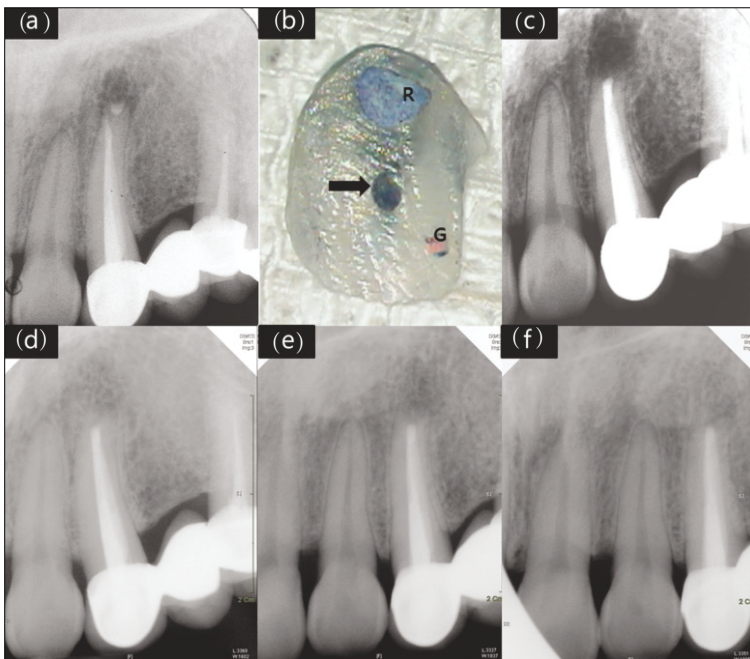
Typical failure case of endodontic surgery. (a) Preoperative radiograph with periradicular radiolucency showing a root-end filling apart from the filled canal; (b) Coronal surface of the resected apical fragment. Note the missing canal (arrow) that had not been touched, even after both nonsurgical and surgical retreatments. G, Gutta-percha canal filling of nonsurgical retreatment; R, Root-end filling of surgical retreatment; (c) Immediate postoperative radiograph. Super EBA was used for the root-end filling; (d), (e), and (f) Seven-year follow-up radiographs with 3 different angles showing complete healing.¹⁰
